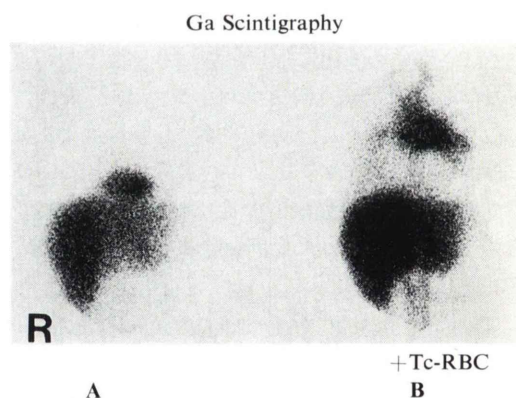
The site and extent of abnormal ^{67}Ga accumulation were clearly demonstrated in the pericardial space by (A) ^{67}Ga scintigraphy with (B) $^{99\text{m}}\text{Tc}$ -RBC cardiac blood pool scintigraphy.
